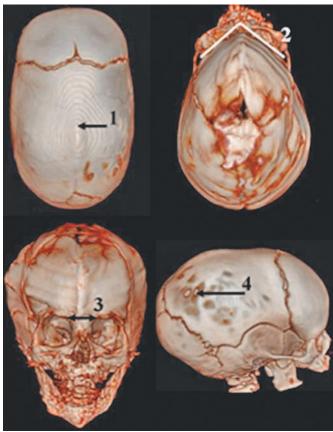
Данные, полученные при проведении КТ с 3D-реконструкцией черепа у детей с признаками краниосиностоза. Определяются признаки скафоцефалии при стенозе сагиттального шва (1), характерная «килевидная» деформация лобной кости (2) и деформация орбит с возникновением гипотелоризма (3) при тригоноцефалии при стенозе метопического шва. Также могут определяться признаки декомпенсации краниосиностоза, как например, «пальцевидные вдавления» при скафоцефалии (4).
